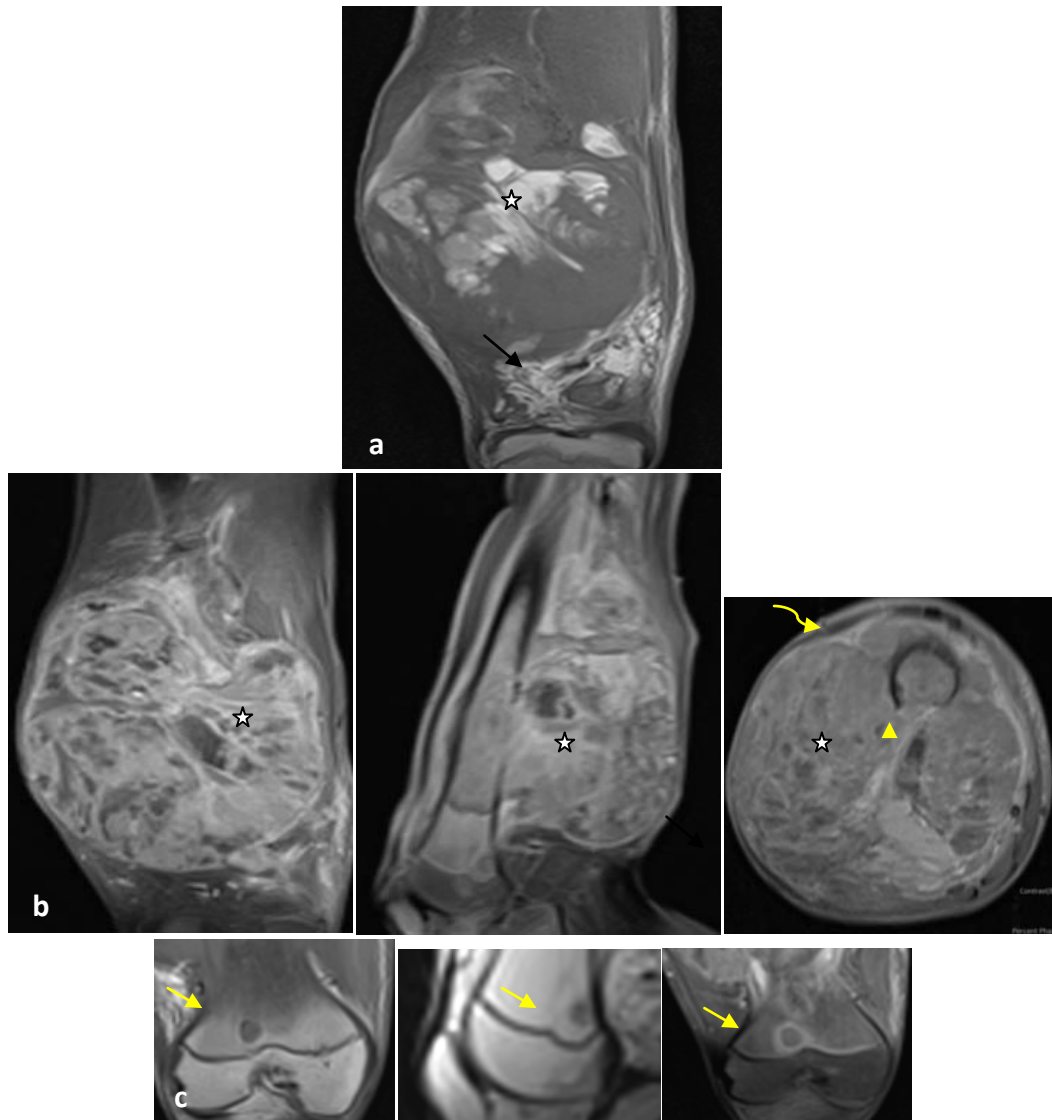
a) IRM du fémur gauche en séquences pondérés T1 FATSAT sans (coronale) et après injection de gadolinium (coupes coronale, sagittal et axiale): ostéosarcome du genou droit chez un garçon de 17 ans de siège métaphyso-diaphysaire avec présence de multiples logettes en hyper signal T1 et T2 en rapport avec des zones nécrotico- hémorragiques (étoile) avec rupture corticale (tête de flèche) envahissement endo-canalaire et des parties molles(flèche courbée).
